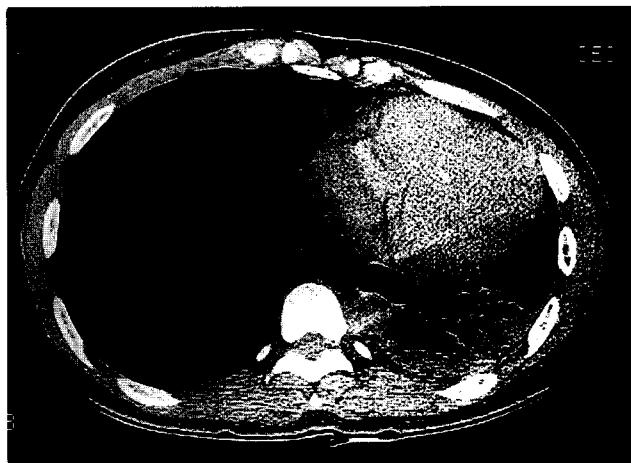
Preoperative chest computed tomography : marked dilated bronchi
